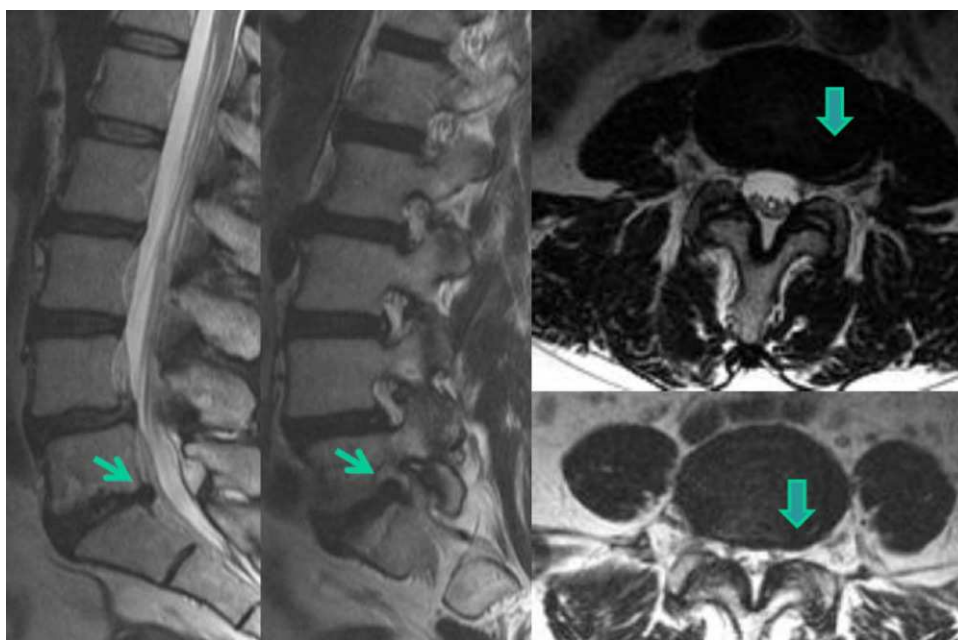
Resonancia magnética. Imágenes sagital y axial ponderadas en T2. Protrusión foraminal y extraforaminal izquierda (flechas). Se observa además una imagen lineal hiperintensa en el margen lateral izquierdo del disco en relación con desgarro radial.
